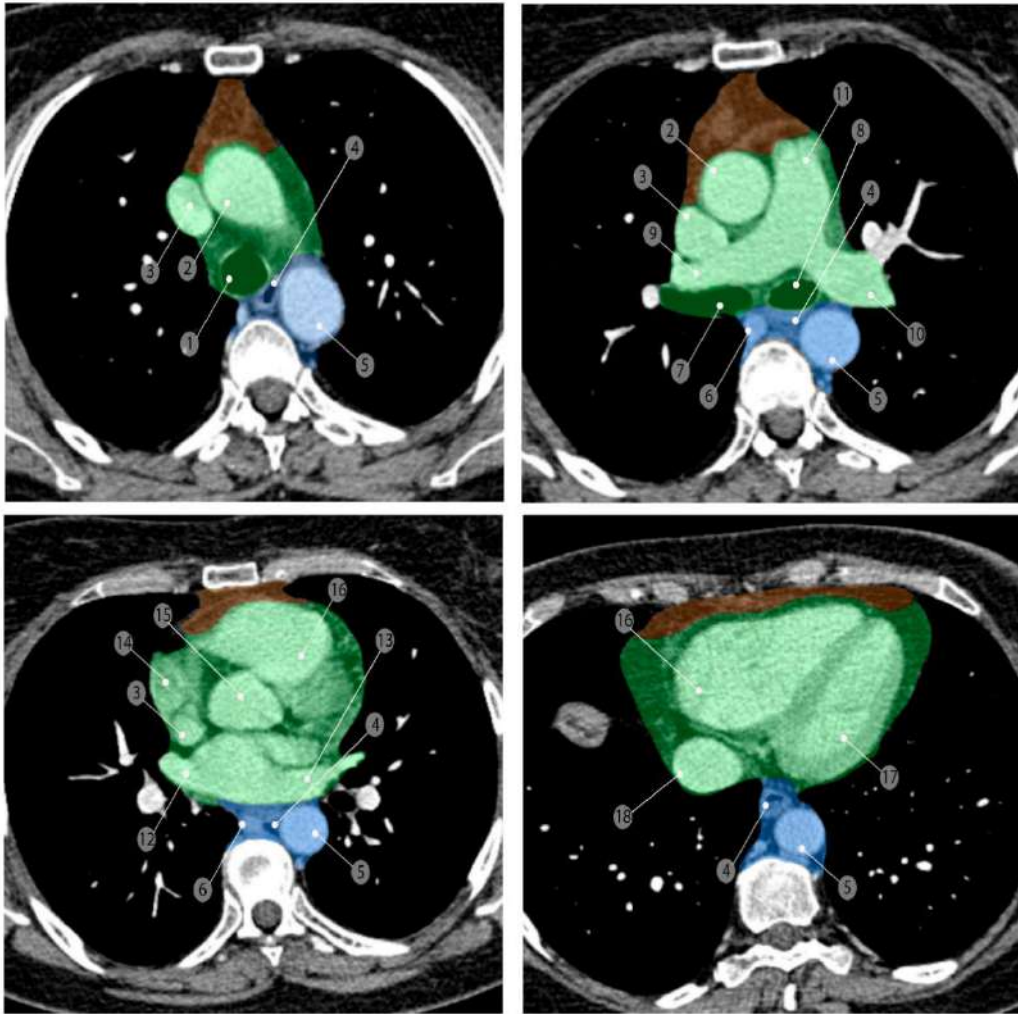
Нижнее средостение, его отделы и идентифицируемые анатомические структуры (компьютерные томограммы в аксиальной проекции на разных уровнях). Переднее средостение (коричневый цвет), среднее средостение (зелёный цвет) и заднее средостение (синий цвет). 1 – трахея; 2 – восходящая часть аорты; 3 – верхняя полая вена; 4 – пищевод; 5 – нисходящая часть аорты; 6 – непарная вена; 7 – правый главный бронх; 8 – левый главный бронх; 9 – правая лёгочная артерия; 10 – левая лёгочная артерия; 11 – лёгочный ствол; 12 – правая верхняя лёгочная вена; 13 – левая верхняя лёгочная вена; 14 – ушко правого предсердия; 15 – корень аорты; 16 – правый желудочек сердца; 17 – левый желудочек сердца; 18 – нижняя полая вена
